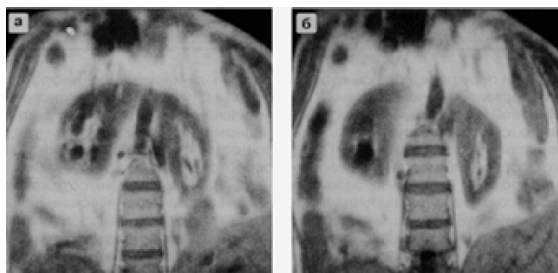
МР-томограммы при подковообразной почке
